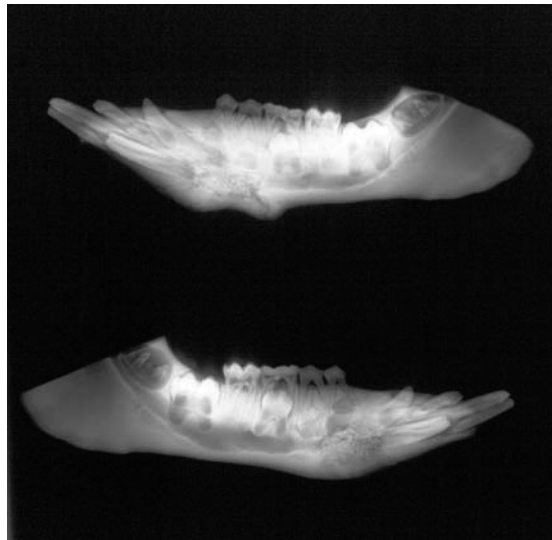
Röntgenologischer Befund der Gruppe N nach 5 Wochen; Darstellung jeweils rechts und links
